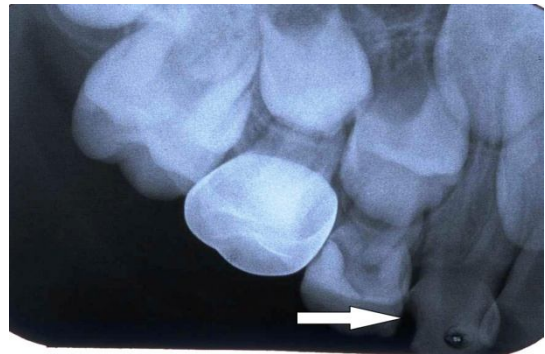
The periapical radiograph shows a double-rooted maxillary right primary canine.
